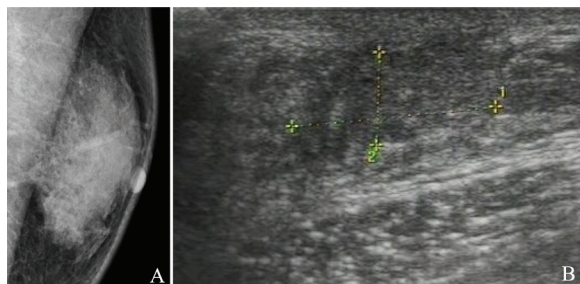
1例55岁男性左侧乳腺发育症患者的X线摄影和超声诊断图像
